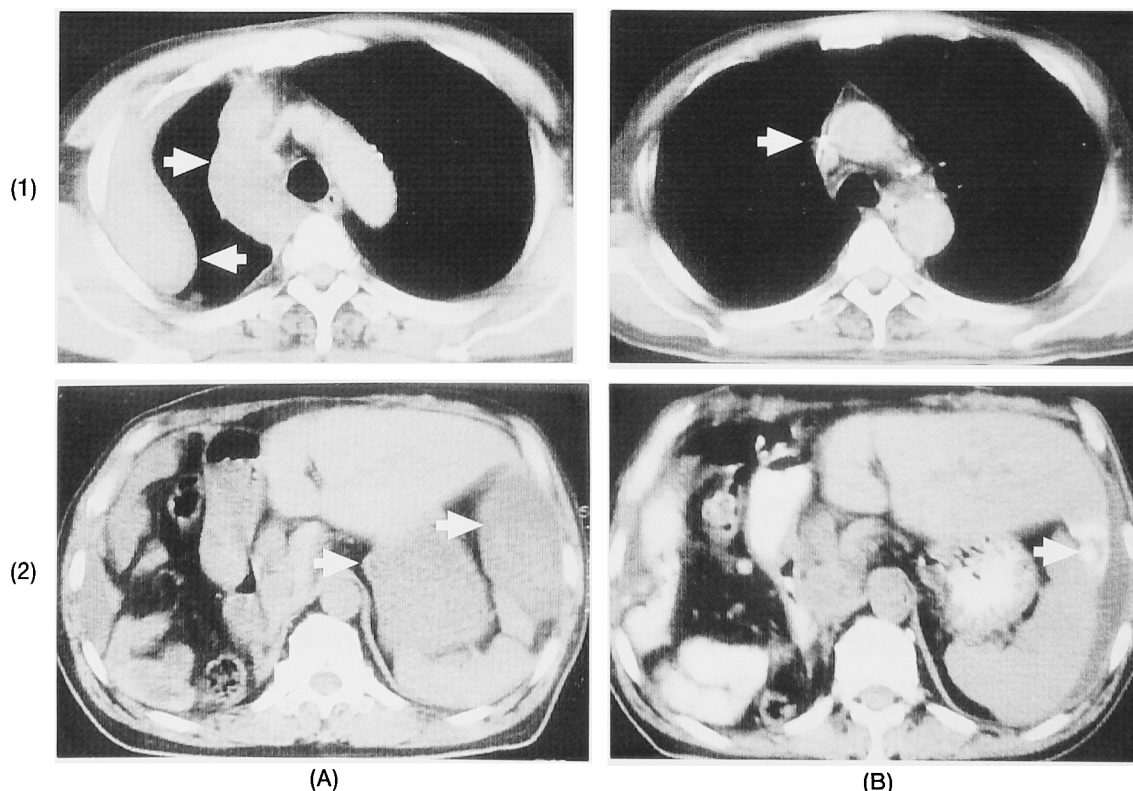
CT scans revealed masses at the right pleural (1) and peritoneal region to the left lobe of liver (2) before high-dose IFM therapy (A) and after 6 cycles (B).
